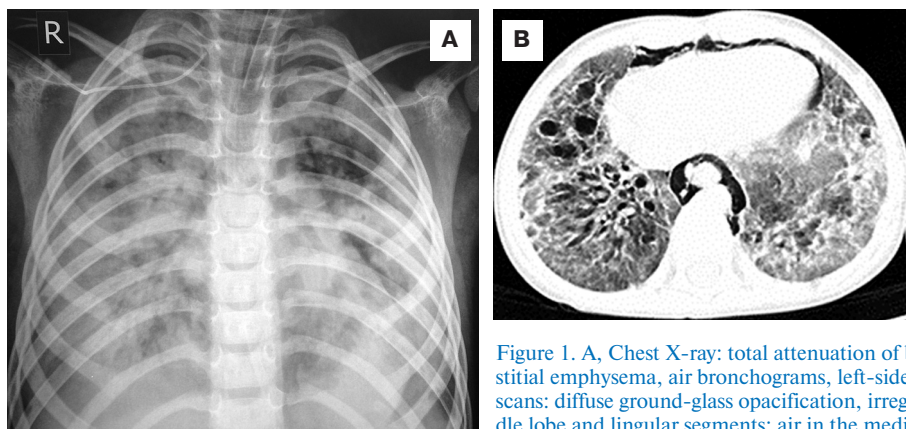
A, Chest X-ray: total attenuation of both the lungs with local inflation and interstitial emphysema, air bronchograms, left-side pneumomediastinum; B, pulmonary CT scans: diffuse ground-glass opacification, irregular bronchial dilation, air cysts in the middle lobe and lingular segments; air in the mediastinum
